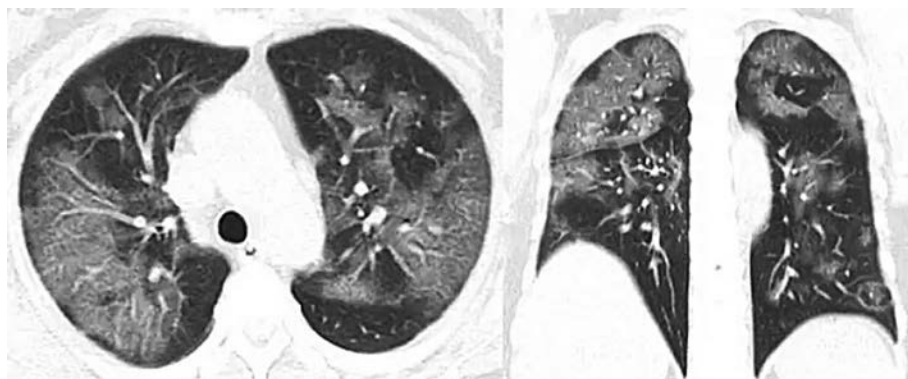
Двухсторонние очаговые изменения легочной ткани по типу «матового стекла» при COVID-19 по данным КТ.
